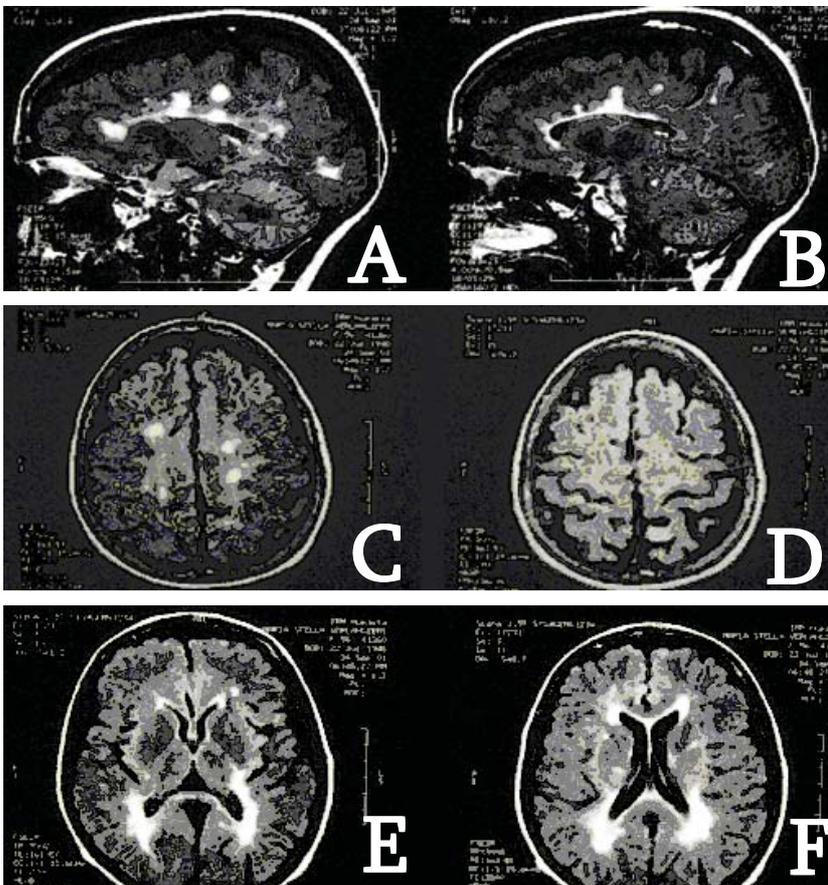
Ressonância magnética realizada após 31 anos de doença.
